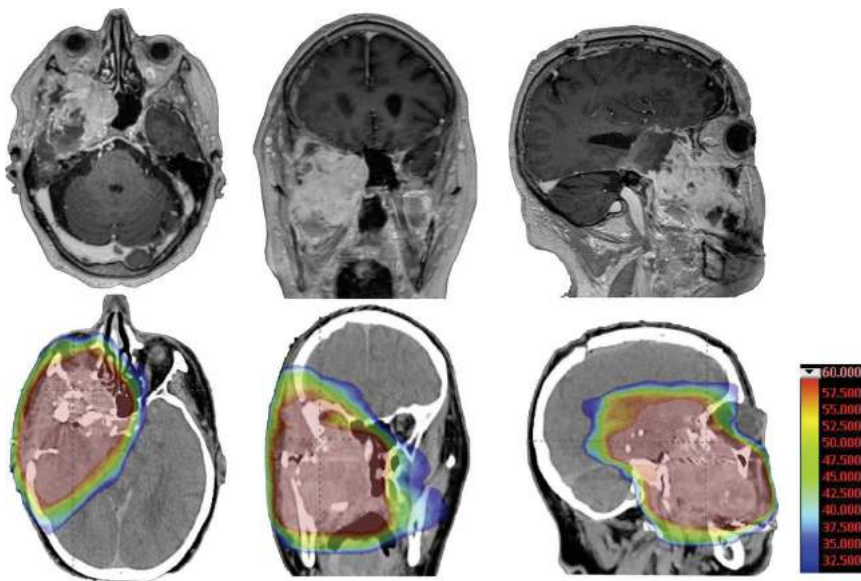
Hoch-konformale Dosisverteilung mittels non-koplanarer Photonen-Strahlentherapie zur Behandlung eines inkomplett resezierten Weichteilsarkoms an der Schädelbasis (obere Reihe: postoperatives T1-KM-MRT, untere Reihe: Planungs-CT mit entsprechender Dosis-Verteilung).
